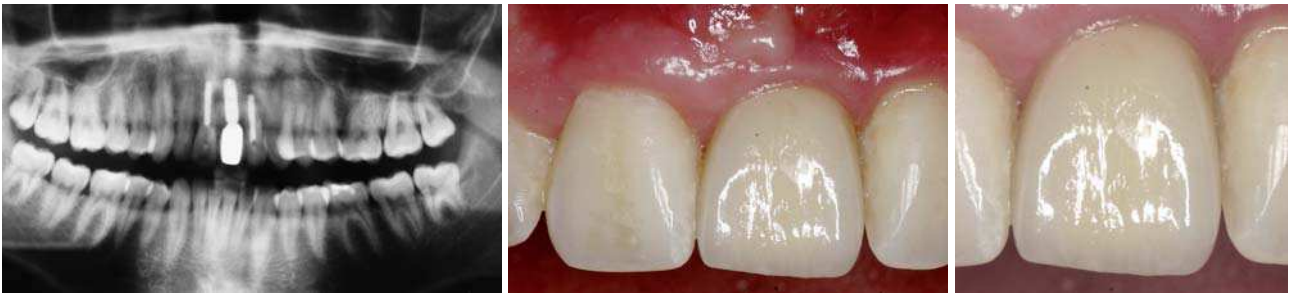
Röntgenologische Darstellung des prothetisch versorgten Implantats. – Abb. 18: Eingesetzte implantatgetragene VMK-Krone in Regio 21. – Abb. 19: Implantatgetragene Krone 21 mit rekonstruierten Papillen in situ.
